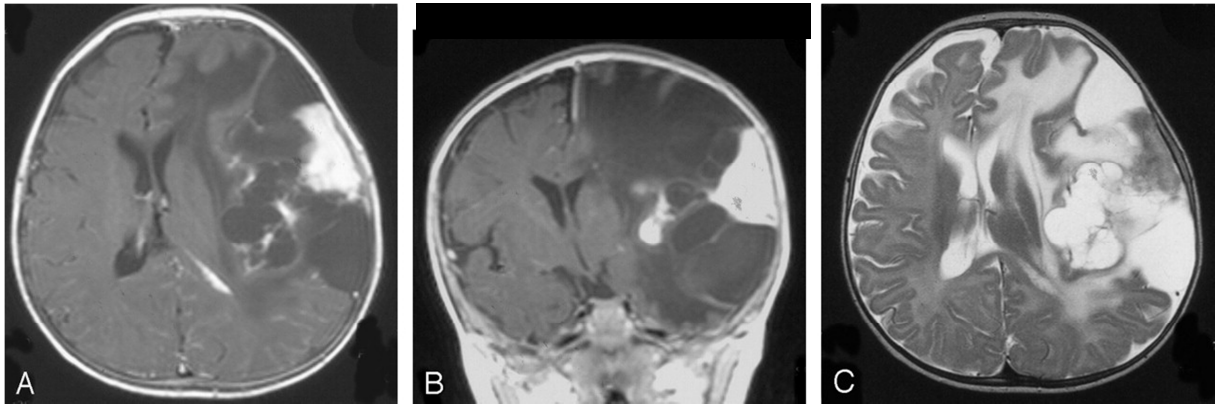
Coupe axiale T1 après injection de gadolinium (A), coronale T1 après injection de gadolinium (B), axiale T2 (C). Ces images IRM montrent une large tumeur supratentorielle avec zone charnue périphérique et zone profonde kystique. La portion charnue périphérique se rehausse après injection de gadolinium (A et B). Elle est associée à un épaississement méningé se rehaussant également après injection. A noter, l'effet de masse majeur avec déviation de la ligne médiane. D'après Tréhan *et al.* (62).
